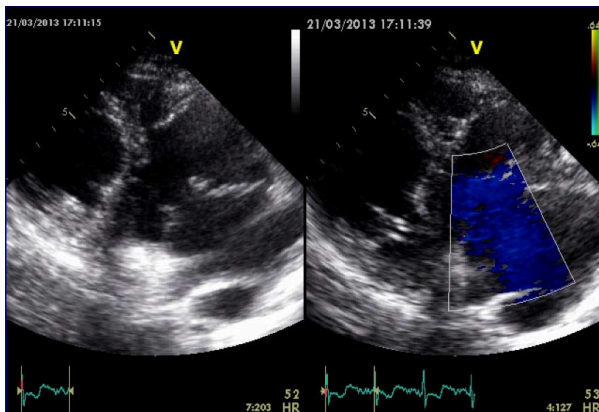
Vista parasternale asse lungo
